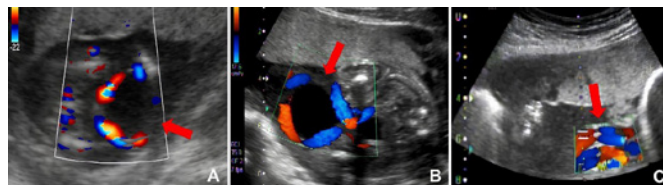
Imagens de ultrassom bidimensional com uso do Doppler, mostrando o cisto alantoide (setas vermelhas) com 16 semanas e 2 dias (A), e com 21 semanas e 2 dias (B). Note que com 24 semanas e 2 dias o cisto não era mais visível e havia um enovelamento do cordão umbilical próximo à parede abdominal (seta vermelha) (C).
